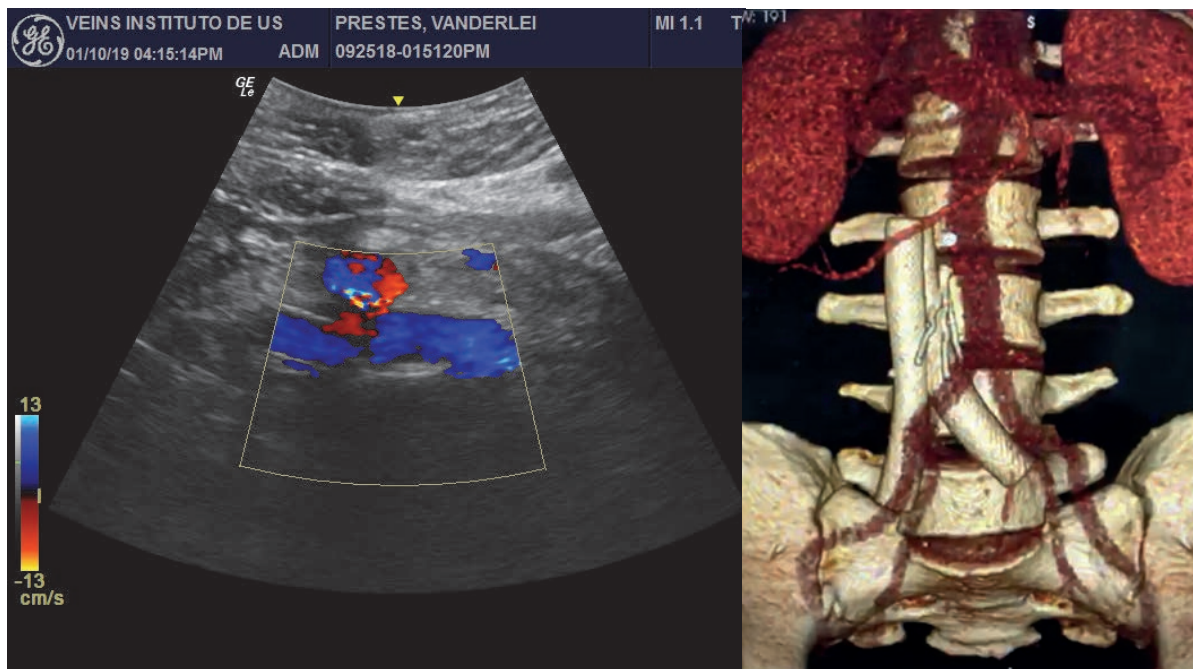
Angio-TC de control luego de 1 mes. A la derecha, una reconstrucción en la que se nota aplastamiento del filtro de VCI. A la izquierda, se advierte la permeabilidad a través del eco-Doppler realizado en el consultorio.
